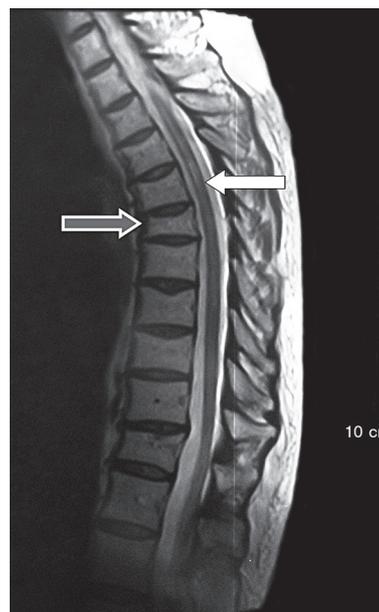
МР-томограмма спинного мозга в T2-взвешенном изображении: положительная динамика в виде уменьшения объема очага (белая стрелка), клиновидная деформация позвонка как следствие остеопороза на фоне иммуносупрессивной терапии (черная стрелка).
